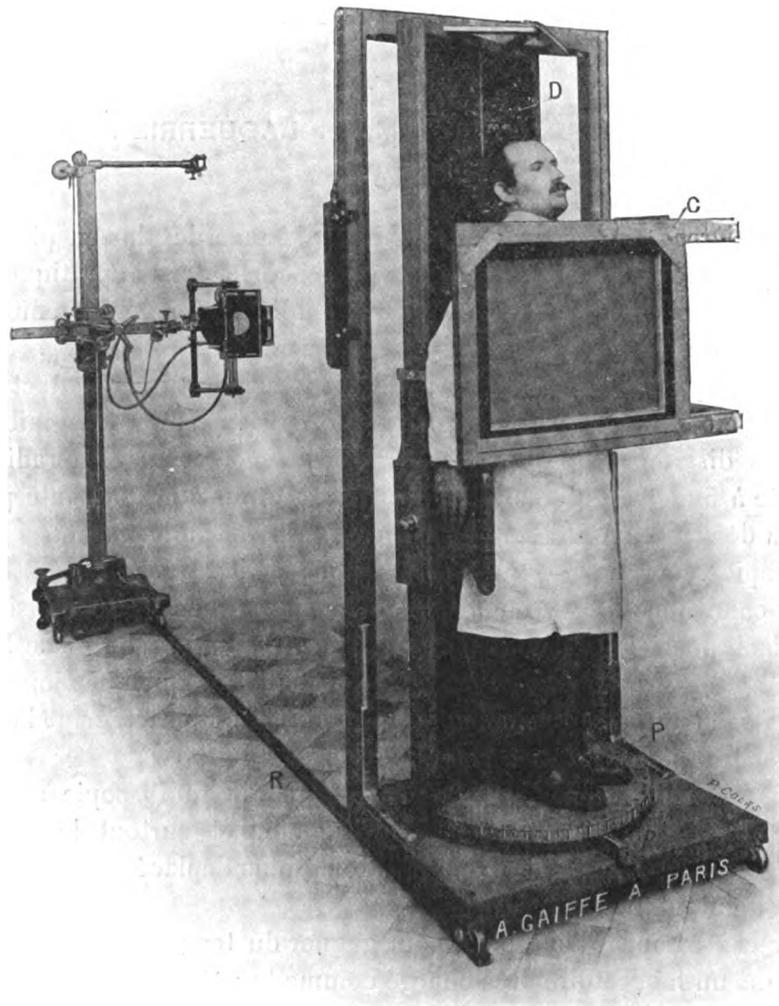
Dispositif de téléradiographie.
